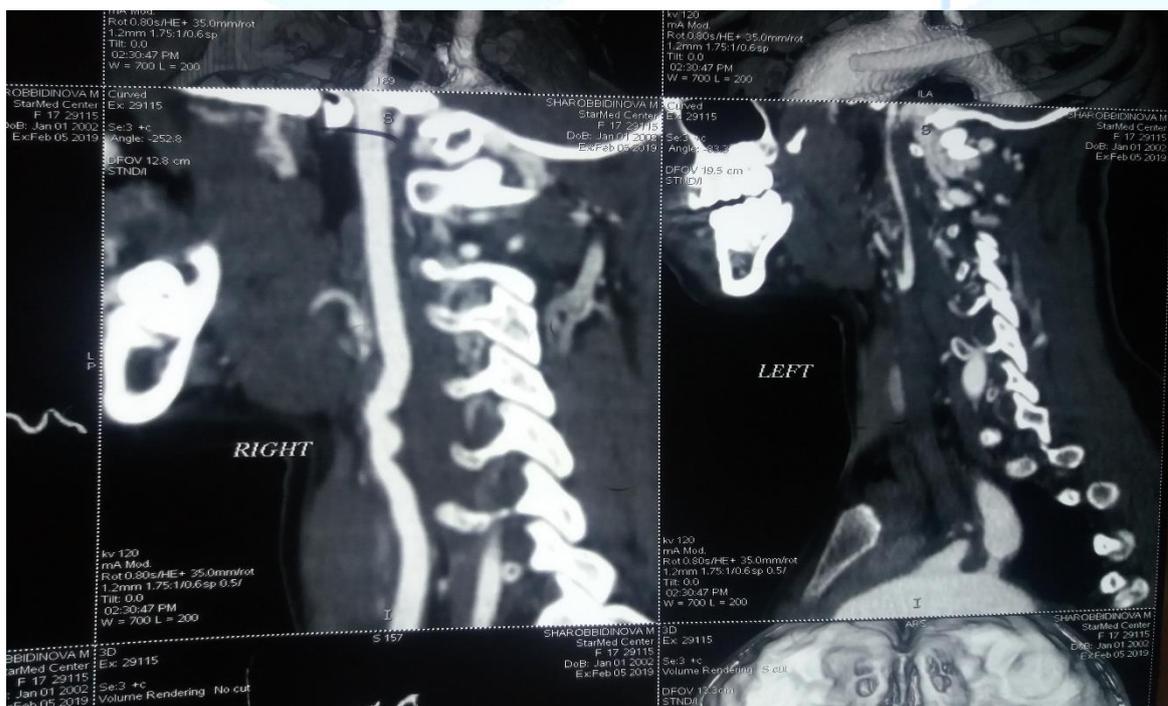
Мультиспиральная контрастная томография с контрастированием аорты и ее ветвей. Ребенок 16 лет. Левая сонная артерия не визуализируется.
